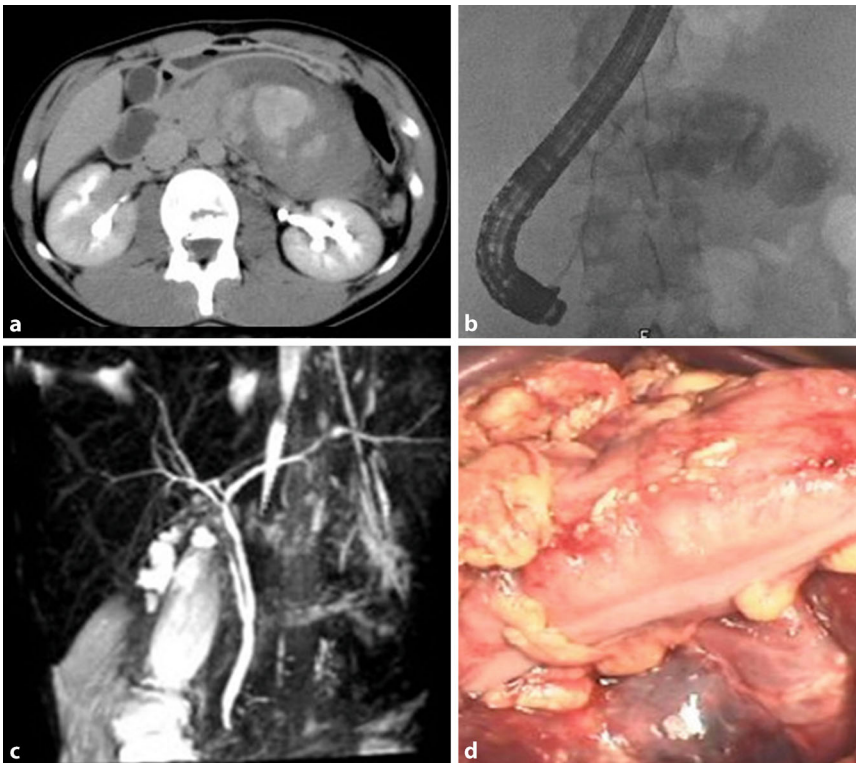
▲ Pankreasruptur mit Hauptgangdurchtrennung und LWK (Lendenwirbelkörper)-2-Fraktur. a Computertomographie mit gefüllter Bursa omentalis. b Endoskopisch retrograde Cholangiopancreatographie (mit Kontrastmittelaustritt über die Pankreashauptgangruptur in die Bursa omentalis). c Magnetresonananz-Cholangiopancreatographie mit unregelmäßiger Pankreasgangkontur. d Operativer Situs mit Blick auf das vorgewölbte und pralle Mesocolon transversum durch die gefüllte Bursa omentalis
